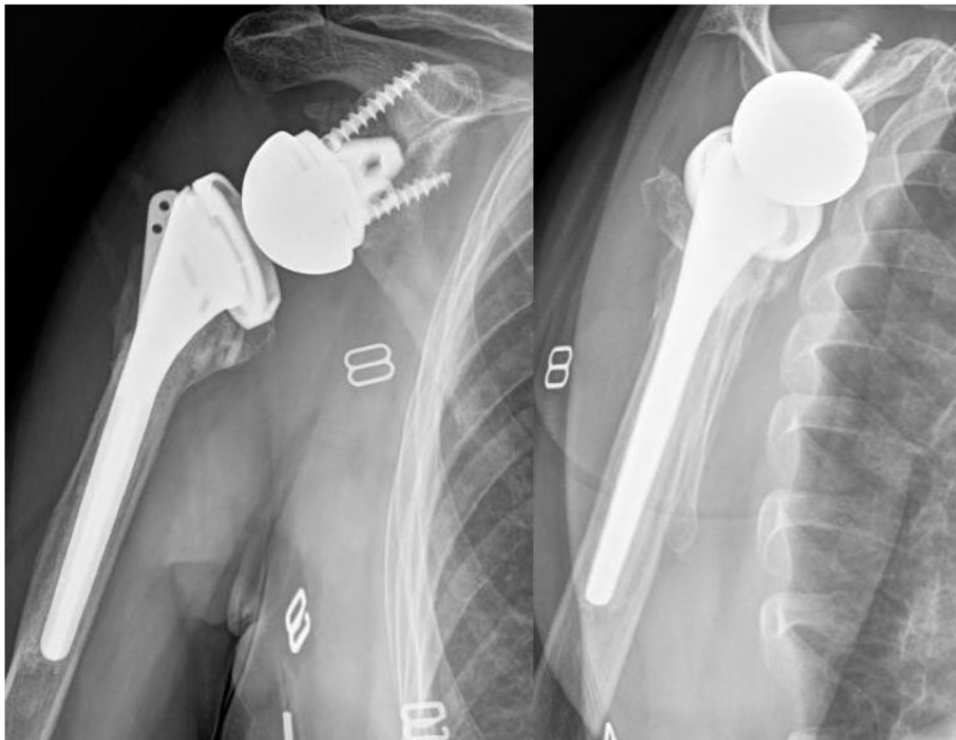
Radiografía frontal y de perfil de hombro. Se observa la ausencia de la tuberosidad en la radiografía frontal, pero se evidencia la consolidación en la radiografía axial.
